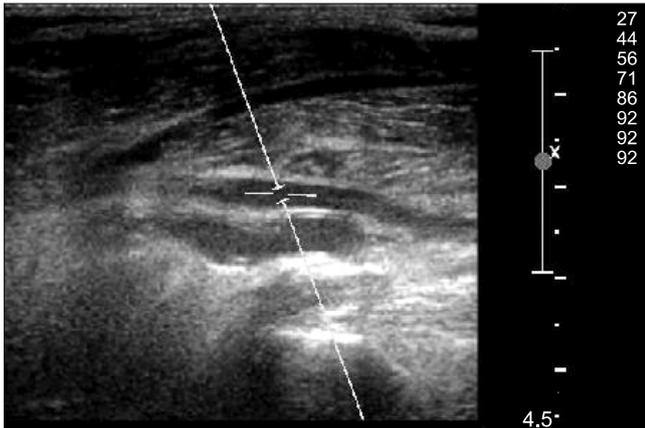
Doppler ultrasonography shows normal vessel lumen and normal flow of the common femoral vessel.
